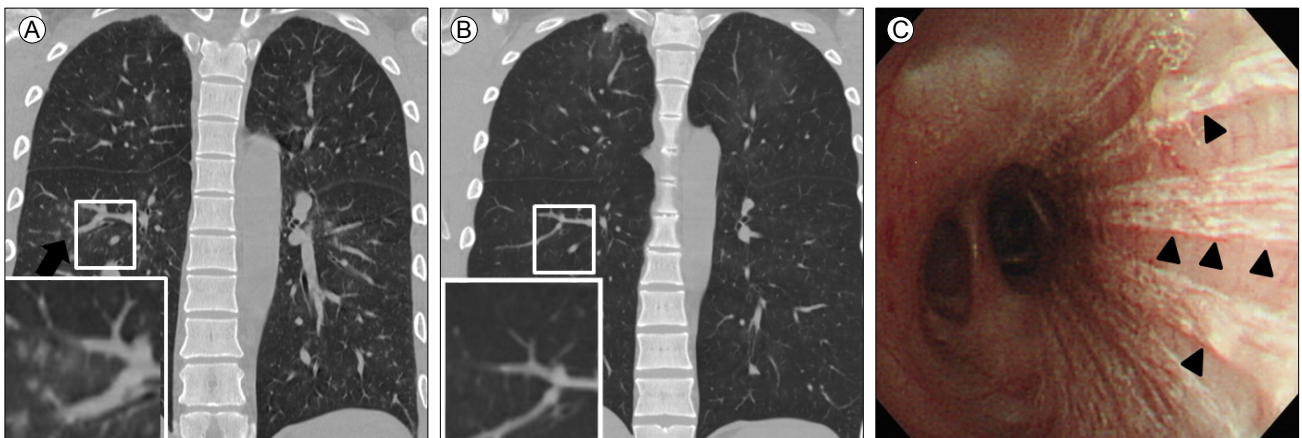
(A) A chest CT scan shows diffuse parenchymal metastatic calcifications (arrow) in both lung fields and along the bronchial wall, prior to treatment. (B) A follow-up chest CT scan taken after 2 weeks of treatment with zoledronic acid reveals marked improvement of diffuse lung infiltrations. (C) Bronchoscopy shows linear longitudinal calcifications (arrowheads) along the bronchial mucosa.
